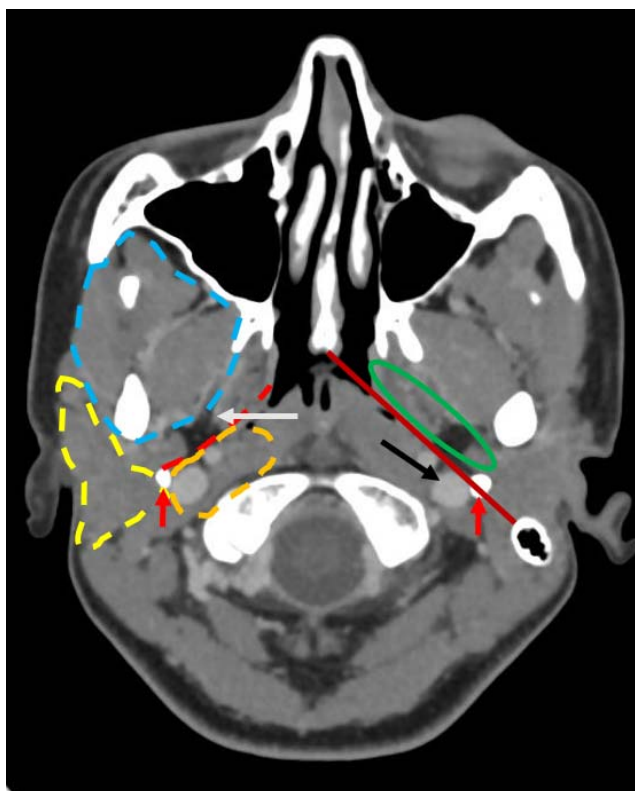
На КТ с контрастом отмечены зоны классификации Harnsberg и соавт. (слева) и Som и соавт. (справа): околоушное пространство выделено светло-желтой пунктирной линией, парафарингеальное пространство указано серой стрелкой, каротидное пространство выделено оранжевой пунктирной линией, отделено красной пунктирной линией от парафарингеального пространства, красной линией указана проекция шило-глоточной фасции, прстилоидный отдел выделен овалом, внутренняя яремная вена указана черной стрелкой, шиловидные отростки указаны красными стрелками
